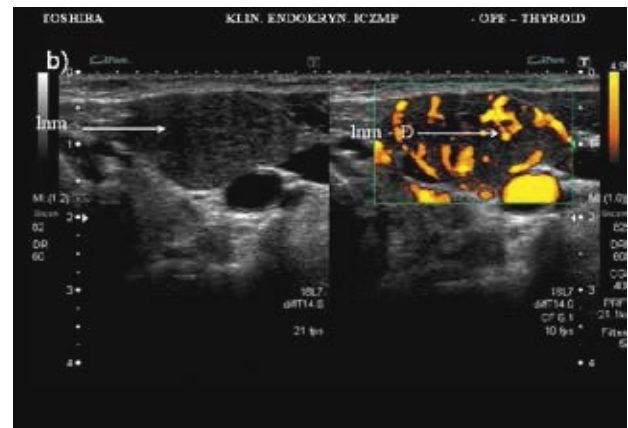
УЗ-картина узлового образования щитовидной железы. По балльной системе – 3 балла (что соответствует низкому риску злокачественности по данным УЗИ ( $0 < 4$  баллов)); D – усиленный интранодулярный кровоток (доплер (Doppler));  $E_1$  – гиперэхогенность; H – отсутствие halo;  $E_2$  – эхоструктура – солидное образование; по результатам цитологического исследования этого образца, полученного при ТАБ – категория III по TBSRTC; тактика ведения – наблюдение и повторная ТАБ через 6-12 месяцев
